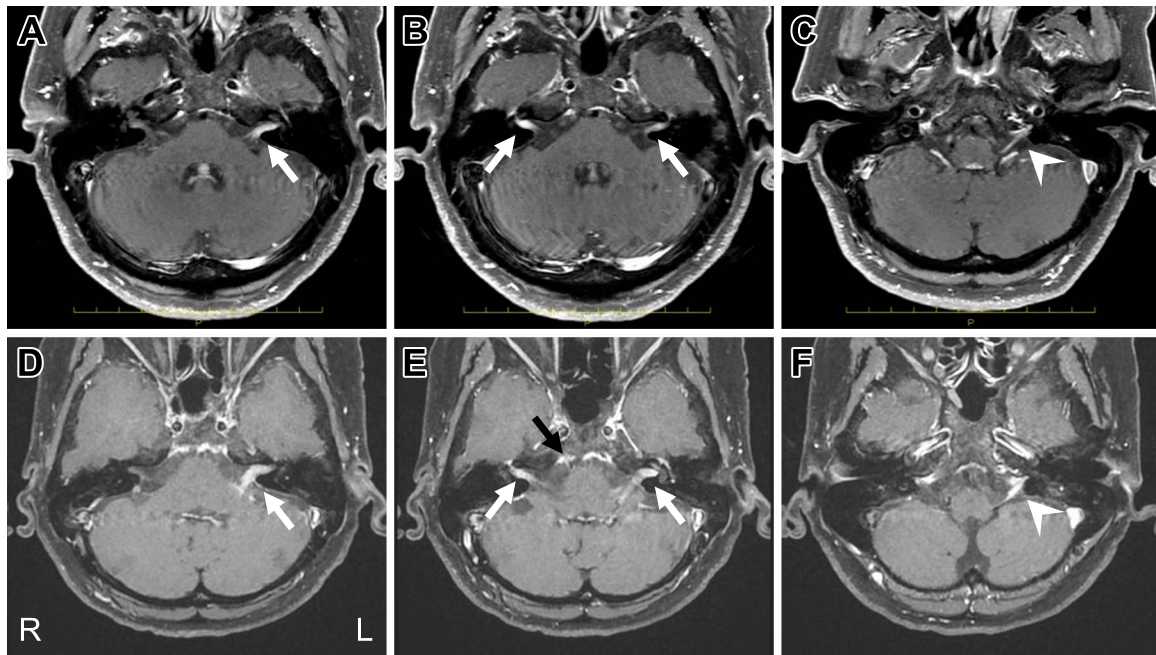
Brain MRI scan obtained on admission (A, B and C) and 4 weeks before nerve biopsy (D, E and F).
